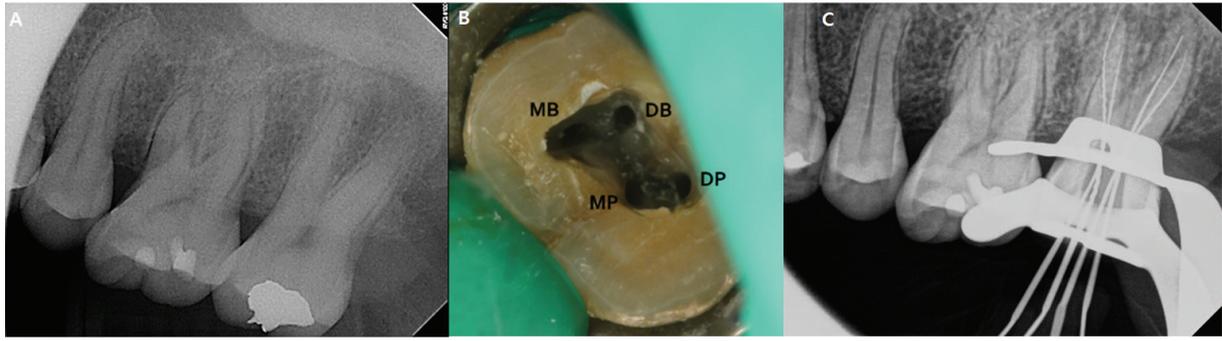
(A) 초진 - 술전 방사선 사진. (B) 근심협측(Mesio-Buccal), 근심구개(Mesio-Palatal), 원심협측(Disto-Buccal)과 원심구개(Disto-Palatal) 근관 입구 임상 사진. (C) 근관장 측정 방사선 사진.
